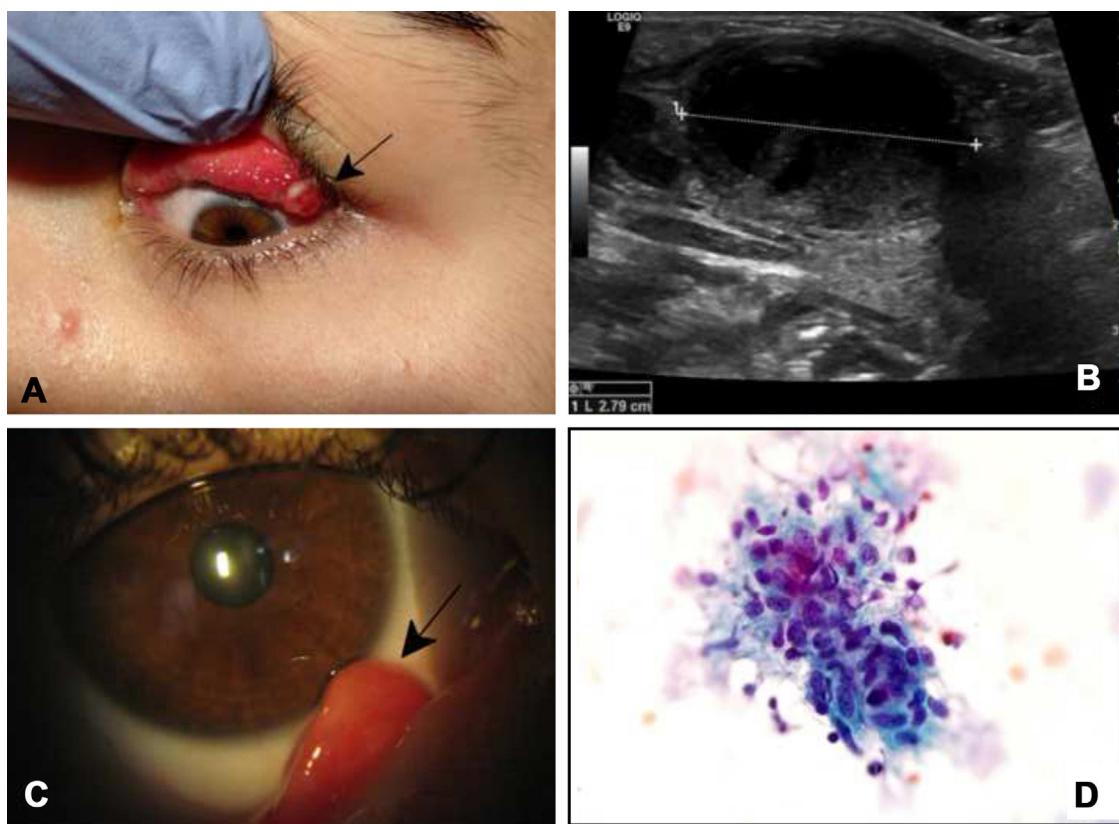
A) Imagen que muestra conjuntivitis foliculopapilar junto a granuloma con superficie ulcerada en conjuntiva tarsal superior del ojo izquierdo. B) Ecografía del caso 2 donde se identifica adenopatía de 2,79 cm con pequeños focos de necrosis. C) Fotografía de lámpara de hendidura mostrando granuloma conjuntival que protruye desde el fondo de saco conjuntival inferior del ojo derecho. D) Biopsia de adenopatía submandibular donde se identifican histiocitos epiteloides agrupados sugestivos de linfadenitis granulomatosa.
